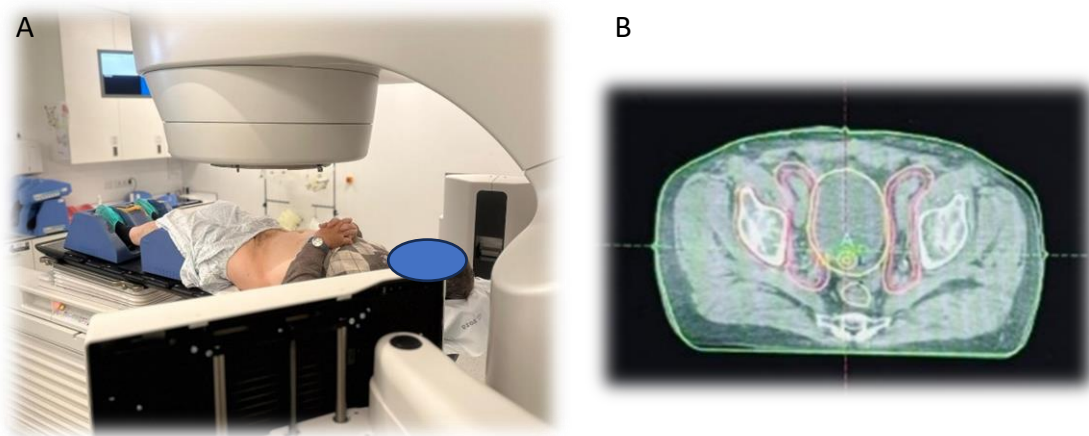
RT a doentes com NM de próstata, representação do posicionamento (A) e imagem de CBCT plano axial (B), respetivamente.
